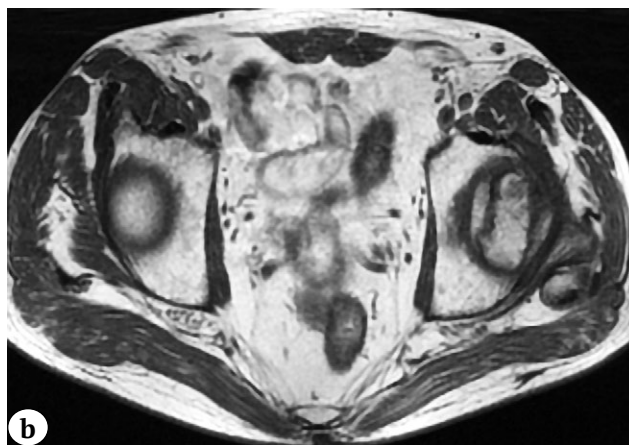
Клинический случай 1. МРТ во фронтальной (а) и аксиальной (б) проекциях: некроз головки левой бедренной кости — 3B (поздняя) стадия по классификации ARCO
